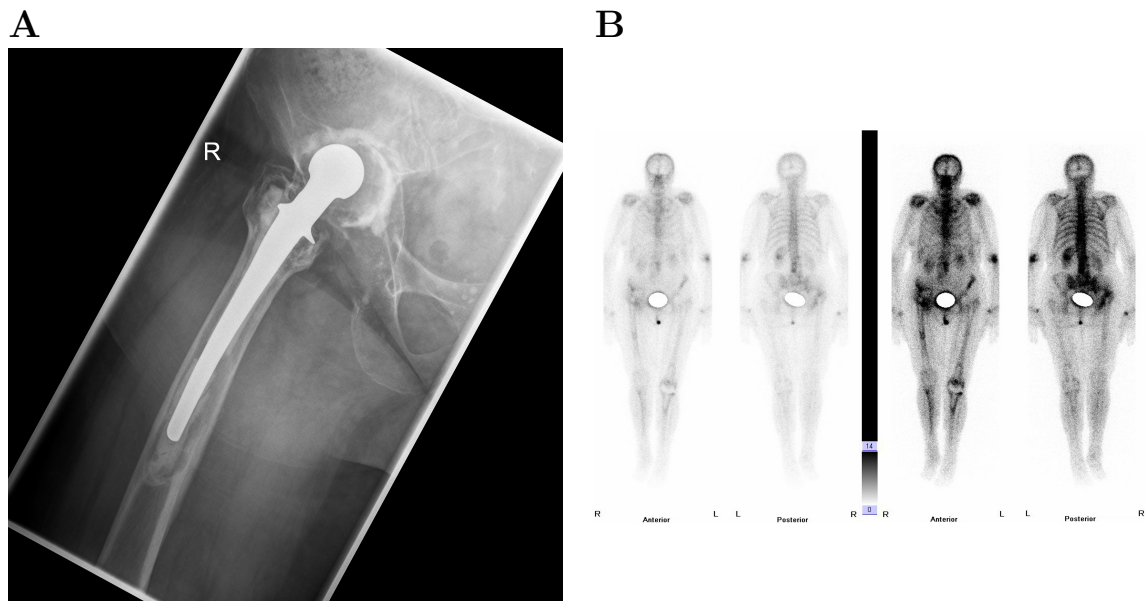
Zur bildgebenden Diagnostik einer Prothesenlockerung kann neben einer konventionellen Röntgenaufnahme auch eine Szintigraphie zum Einsatz kommen. A a.p. Röntgenaufnahme eines gelockerten Prothesenkopfes rechts bei einer 80 jährigen Patientin. Gut erkennbar ist die Lysesaubildung um den Prothesenkopf. B Knochen-szintigramm einer gelockerten Hüft-TEP rechts. Gut erkennbar ist die vermehrte Tracer-Anreicherung im Bereich des Acetabulums. Die Verwendung der Bilder erfolgt mit freundlicher Genehmigung von Professor Maximilian Rudert.
